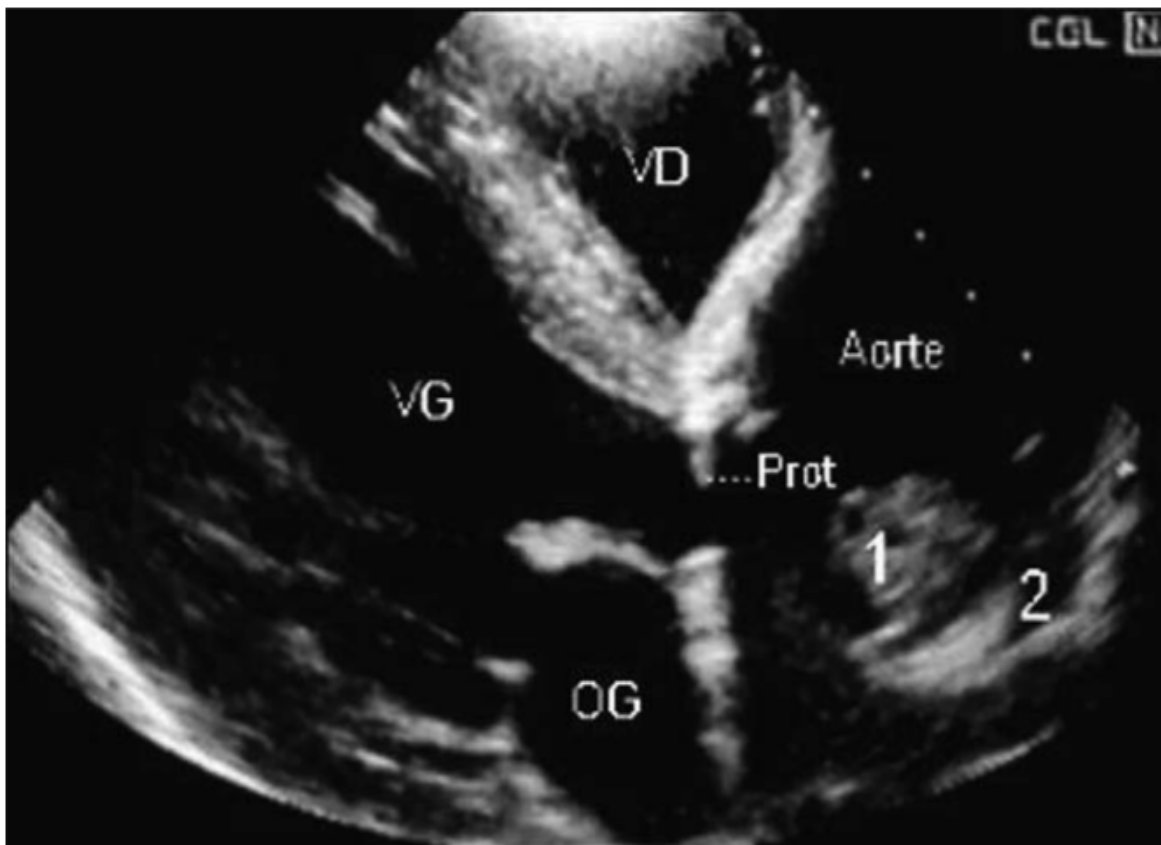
Végétations de l'aorte ascendante en échographie transthoracique. (OG, oreillette gauche ; prot, prothèse aortique ; VG, ventricule gauche ; VD, ventricule droit ; 1 : végétations fongiques de l'aorte ascendante ; 2 : abcès de la paroi aortique) [67].
